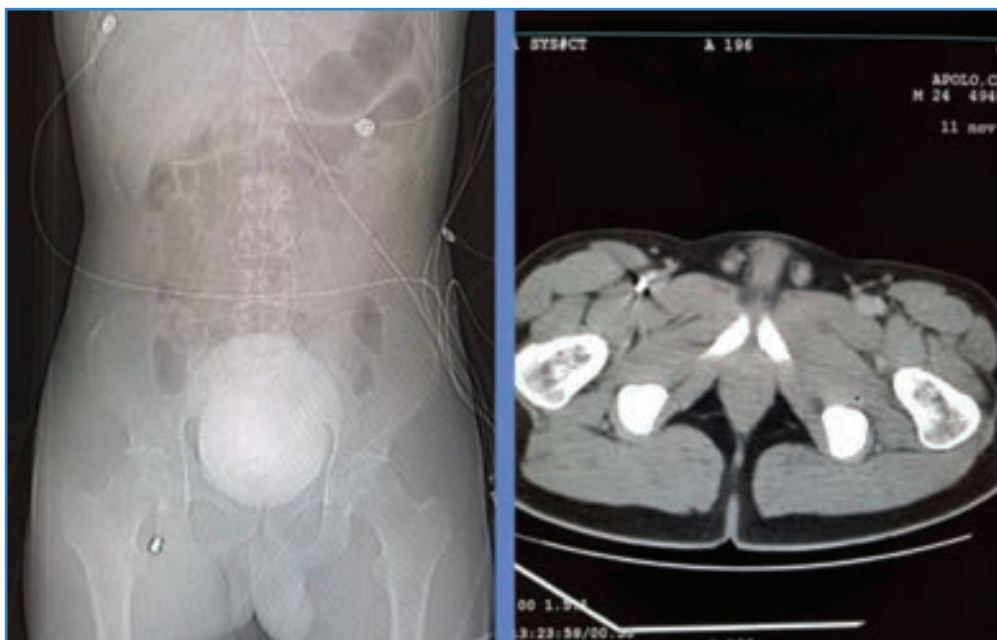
Radiografía y tomografía de abdomen y pelvis con proyectil en región femoral derecha.
